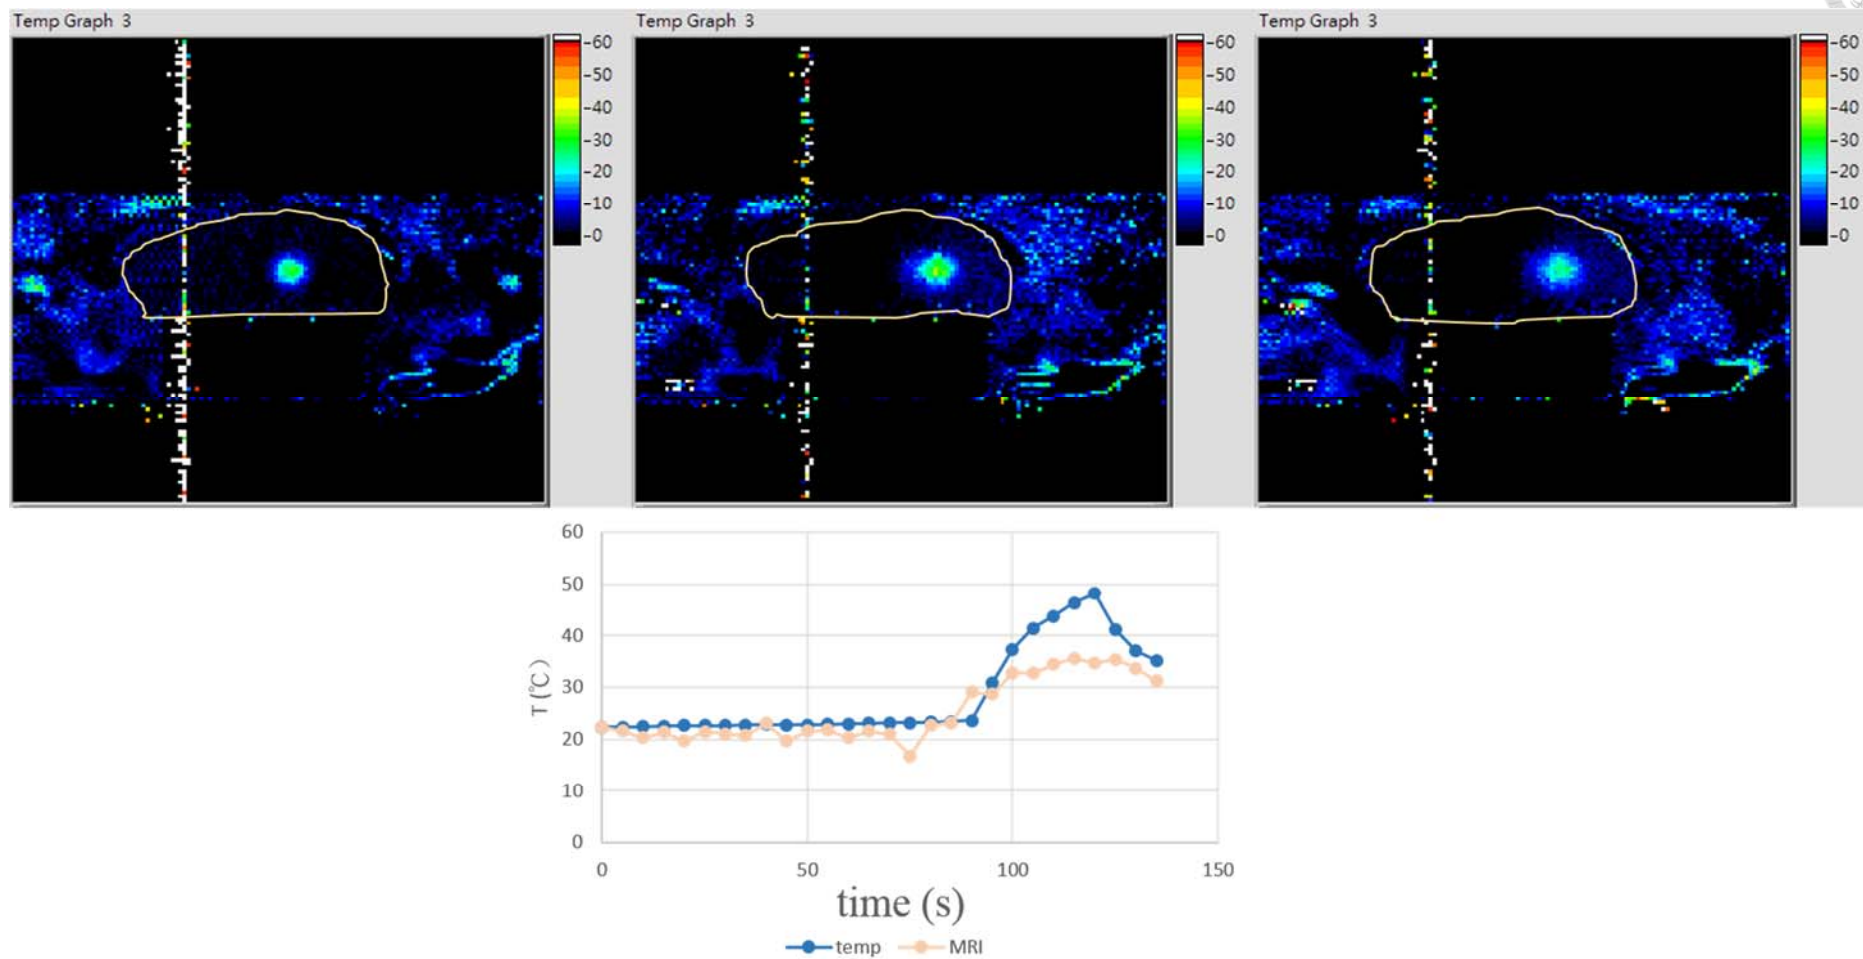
MRI 測溫法與實際溫度誤差測試第四組結果
